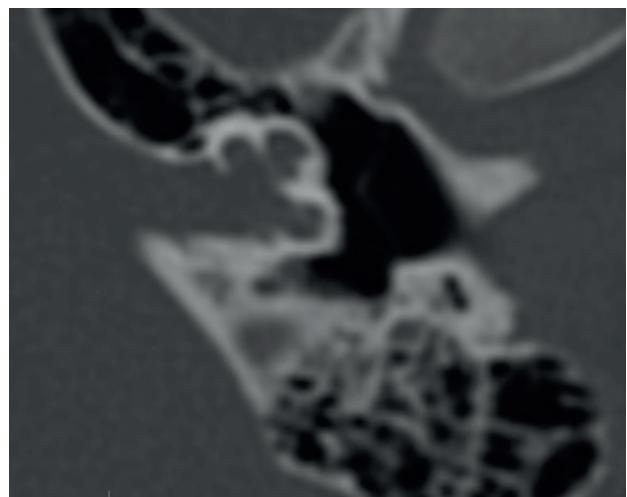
КТ височных костей ребенка 14 лет с CHARGE синдромом. Двусторонний стеноз внутреннего слухового прохода
